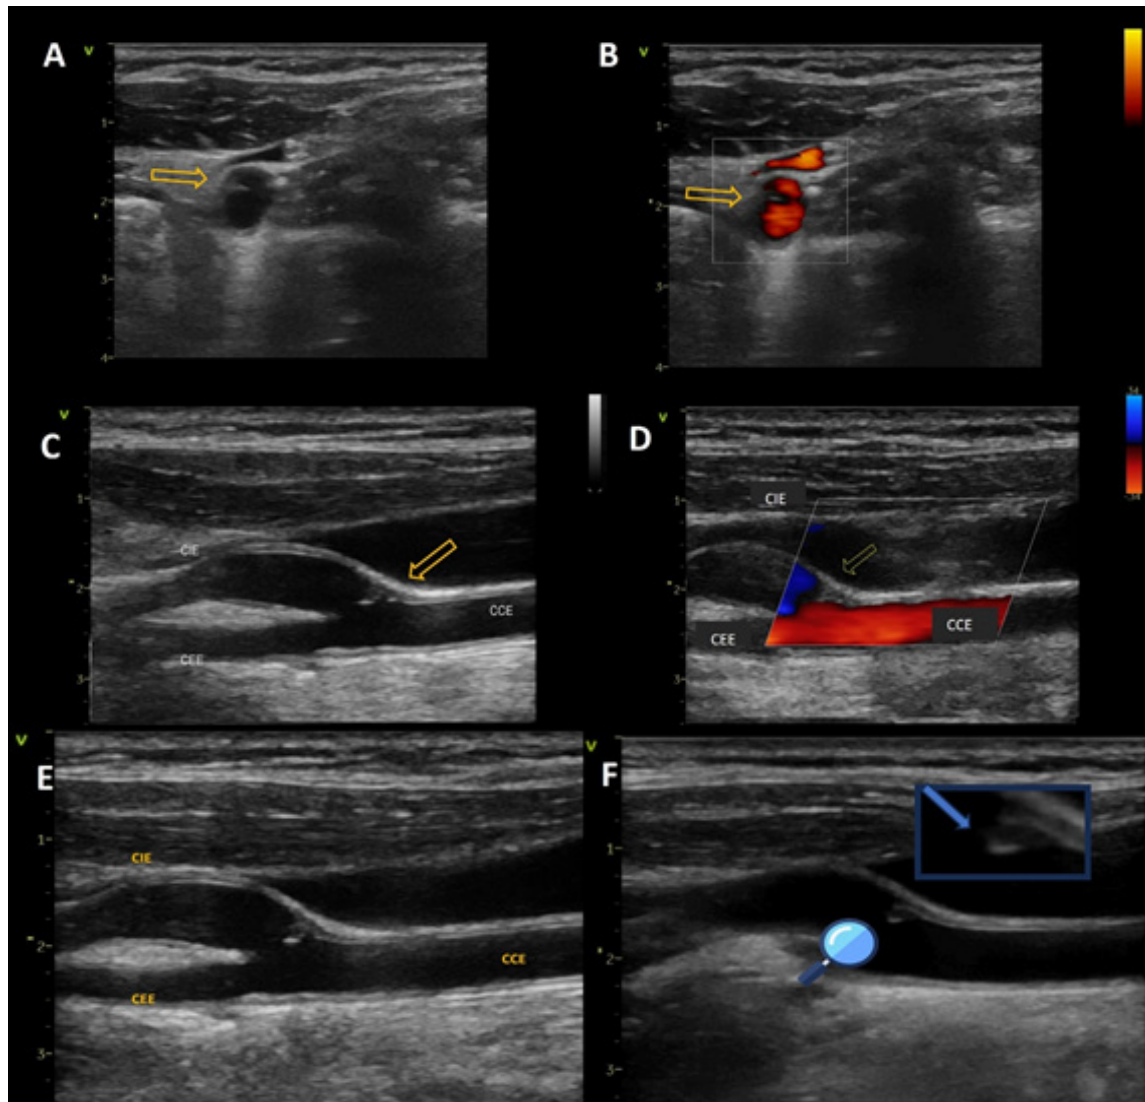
Caso 1: Visualização da membrana carotídea (setas amarelas) pela Ultrassonografia Vascular; A) Corte transversal ao modo B; B) Corte transversal ao Power Doppler; C) Corte longitudinal ao modo B; D) Corte longitudinal com Doppler colorido; E) Corte longitudinal modo B; F) Imagem pedunculada e móvel na direção do fluxo (lupa – sugere pequeno trombo).
